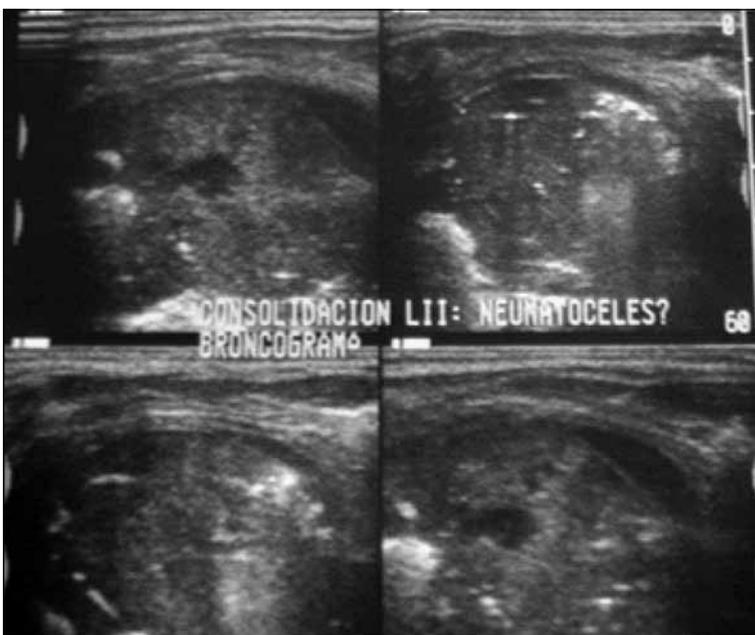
Ecografía de un niño de 3 años con neumonía complicada con derrame y con lesión necrosante intraparenquimatosa.
